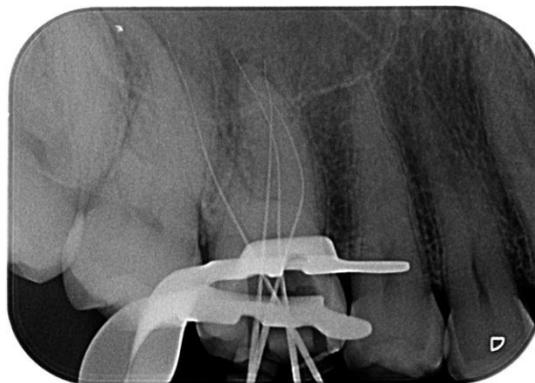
Radiografia odontométrica.
